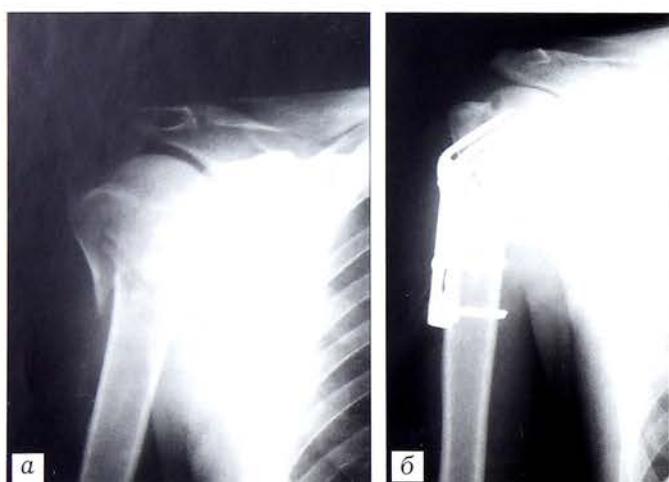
Рентгенограммы больной Д. 56 лет с диагнозом: закрытый оскольчатый абдукционный перелом хирургической шейки плечевой (тип А2 (2)).
